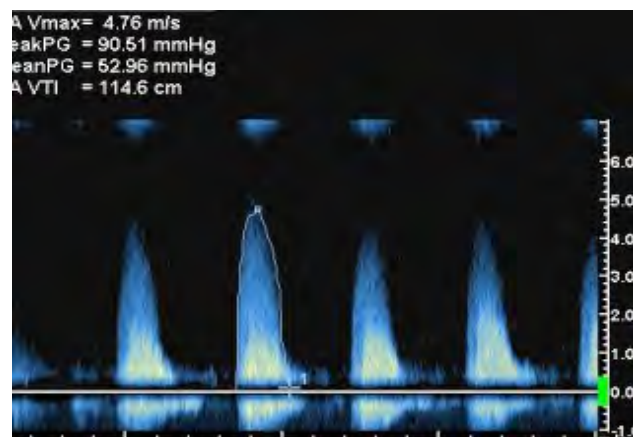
aspect RAO serré enregistrée au doppler continu. La vitesse maximale du flux doppler dépasse 4 m/s, le gradient moyen transvalvulaire =52.96 mmH
